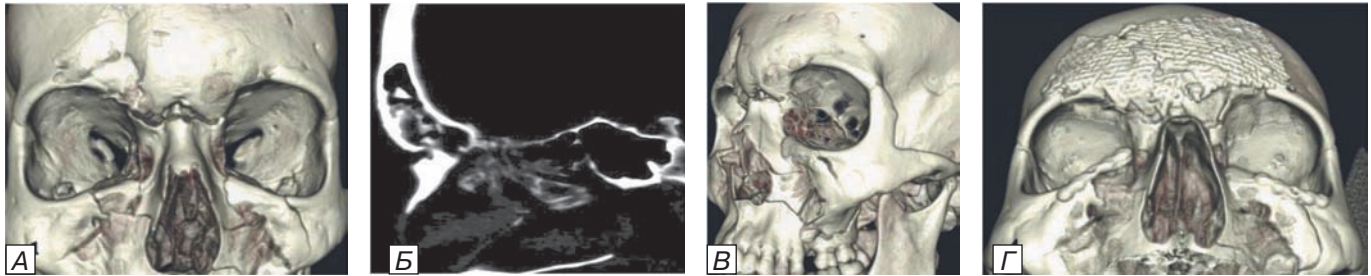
Компьютерные томограммы больного Ф., 19 лет. А), Б) перелом назо-этноидального комплекса, передней и нижней стенок лобной пазухи с нарушением проходимости лобно-носового протока; В), Г) облитерация лобной пазухи, репозиция и остеосинтез передней стенки лобной пазухи, назо-этноидального комплекса, верхней челюсти.
